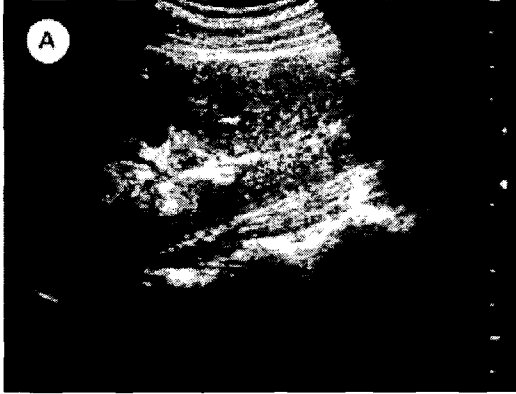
Serial renal ultrasonography shows slightly increased renal parenchymal echogenicity on admission (A) and normalized features after 2 months (B).
